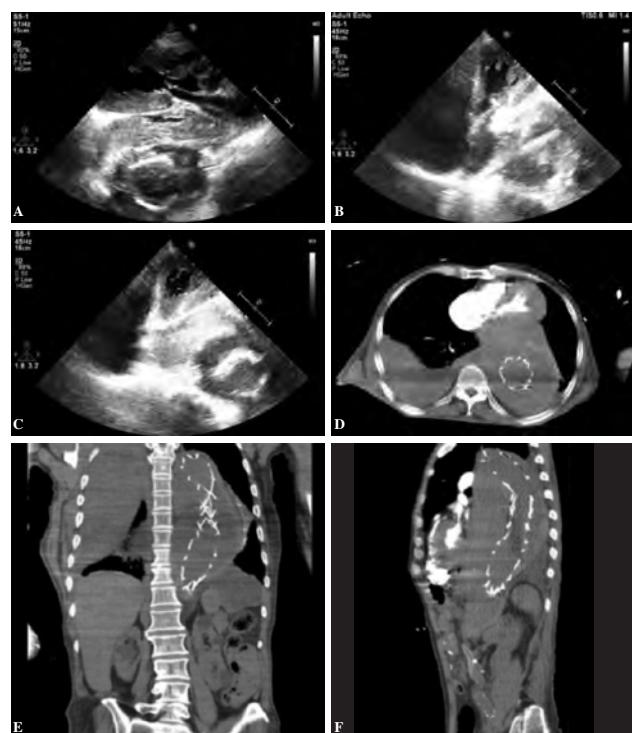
(A) Dissecting aortic aneurysm in long axis view of the echocardiography. (B) Dissecting aortic aneurysm in long axis view of the echocardiography. (C) View of the dissecting aortic aneurysm in four chamber view of the echocardiography. (D) View of the dissecting aortic aneurysm in CT. (E) View of the dissecting aortic aneurysm in CT. (F) View of the dissecting aortic aneurysm in CT.
